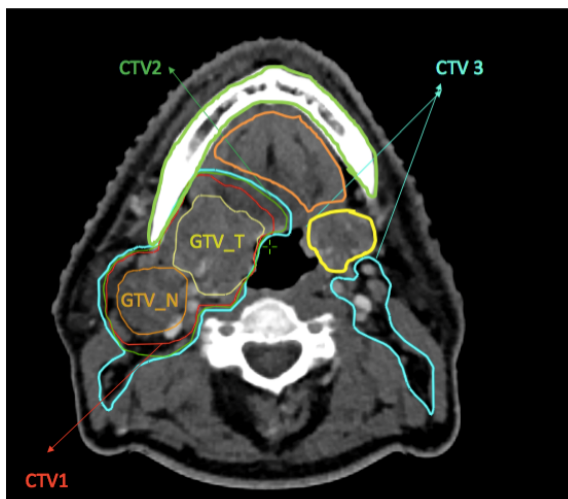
Imagen del TAC de planificación con los volúmenes GTVs, CTVs y órganos de riesgo contorneados (fuente propia).
